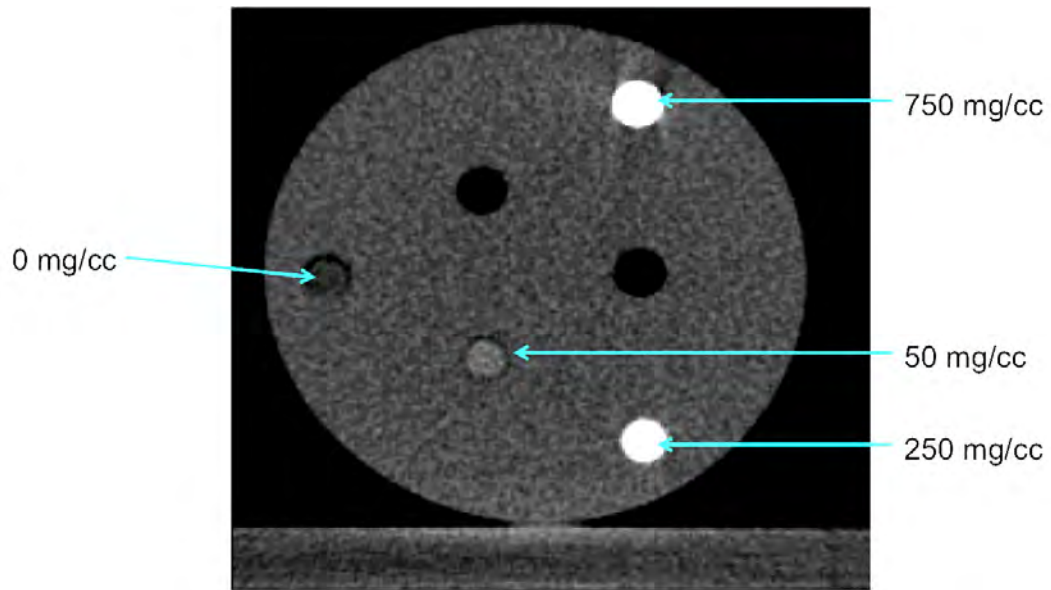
Image CT du fantôme avec les inserts de concentrations en iode différentes
